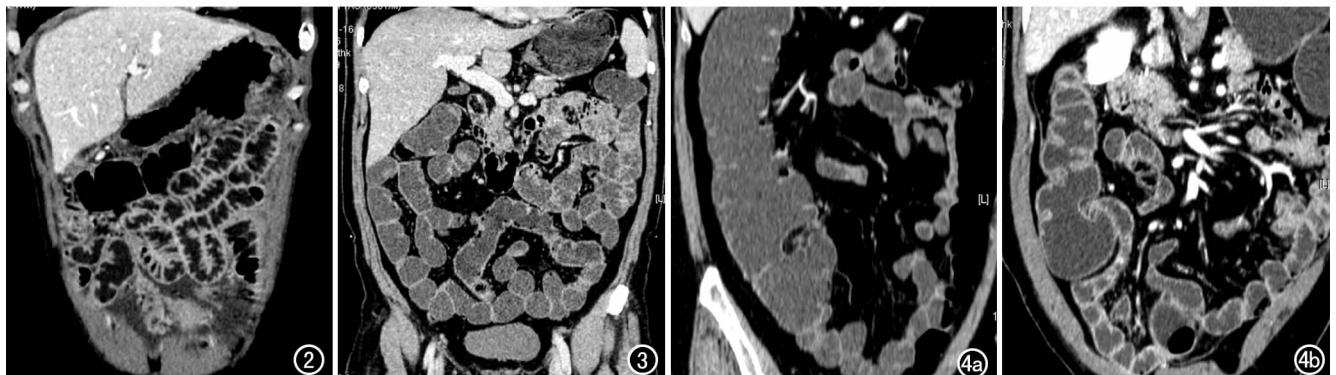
插管法小肠 CT 冠状面重组图像,空肠充盈良好,空肠黏膜充分展开不纠集成团,黏膜皱襞清晰可见,肠壁显示清晰。
